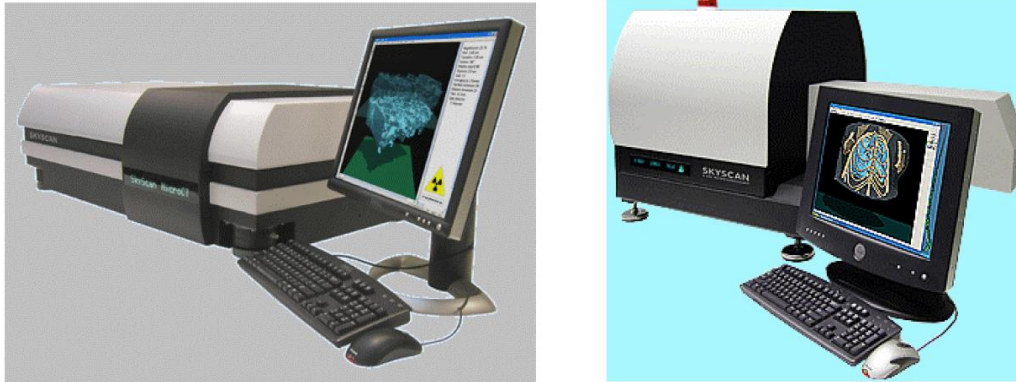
A sinistra un esempio di sistema micro-CT per imaging in-vitro di campioni d'osso, a destra un sistema micro-CT per imaging in-vivo di piccoli animali da laboratorio.
